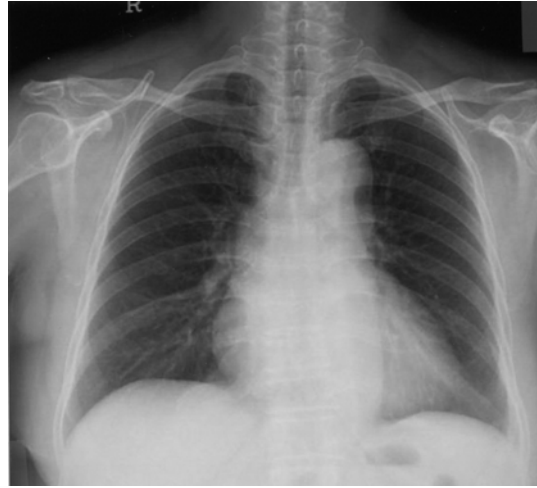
Chest radiograph shows the disappearance of the large left pleural effusion following the removal of the ovarian tumor (2 weeks after resection).
